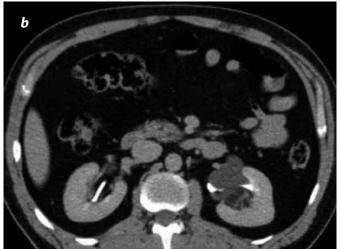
Linfangiectasia renal bilateral. Urotomografía en fase excretora, cortes axiales (a y b) y RMP coronal (c), que muestra lesiones quísticas en el seno renal en forma bilateral. Esto causa una compresión extrínseca y desplaza las cavidades pielocolectoras adyacentes. Se observa mínima dilatación del sistema calicial proximal.
